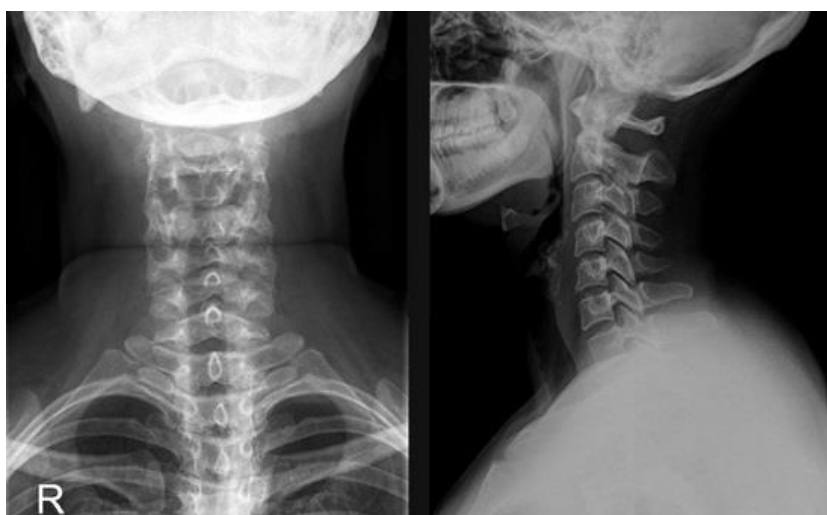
Вигляд шийного відділу хребта на рентгені
